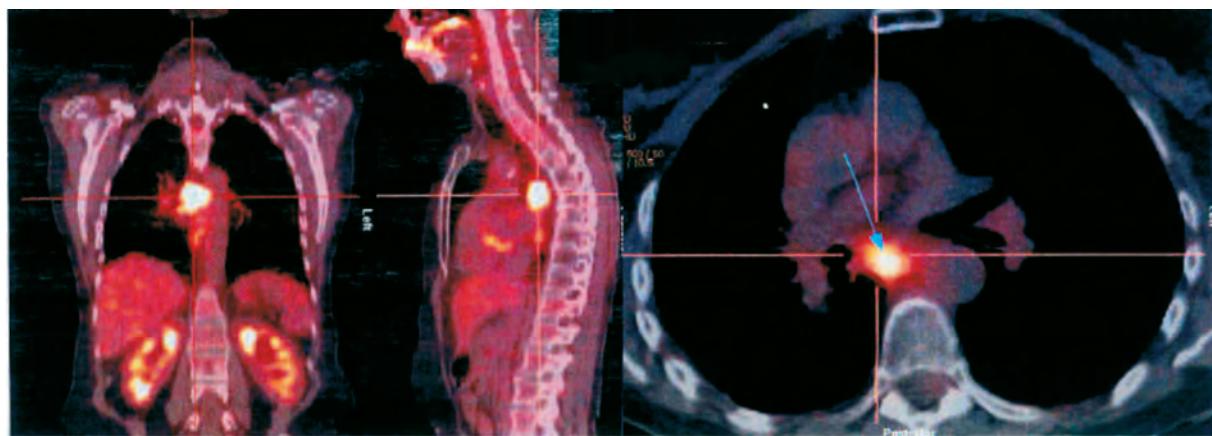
PET/TC – Doença activa num gânglio subcarinal
